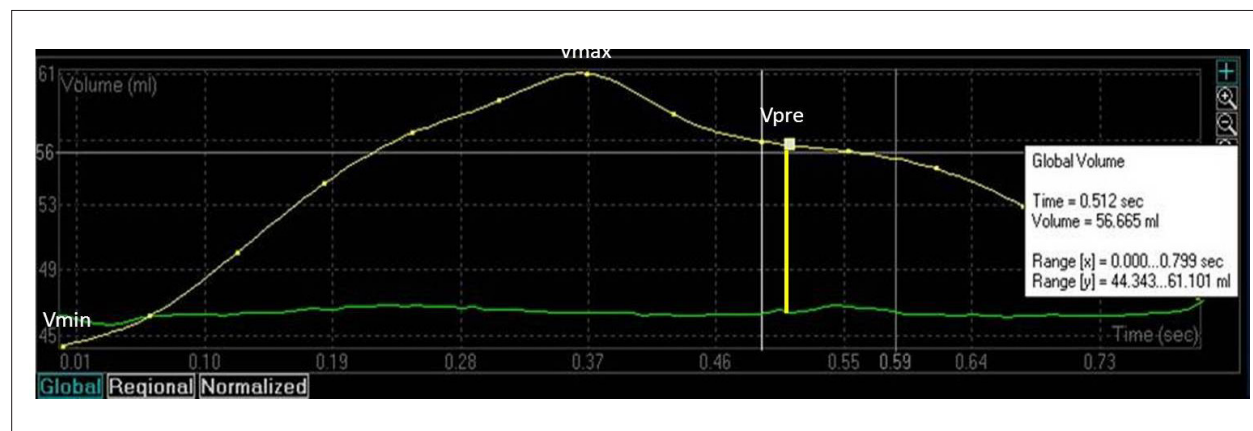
Curva da variação volumétrica do átrio esquerdo em um ciclo cardíaco obtida pela ecocardiografia tridimensional. $V_{máx}$: volume máximo do átrio esquerdo $V_{mín}$: volume mínimo do átrio esquerdo V_{pre} : volume do átrio esquerdo antes da contração atrial.
